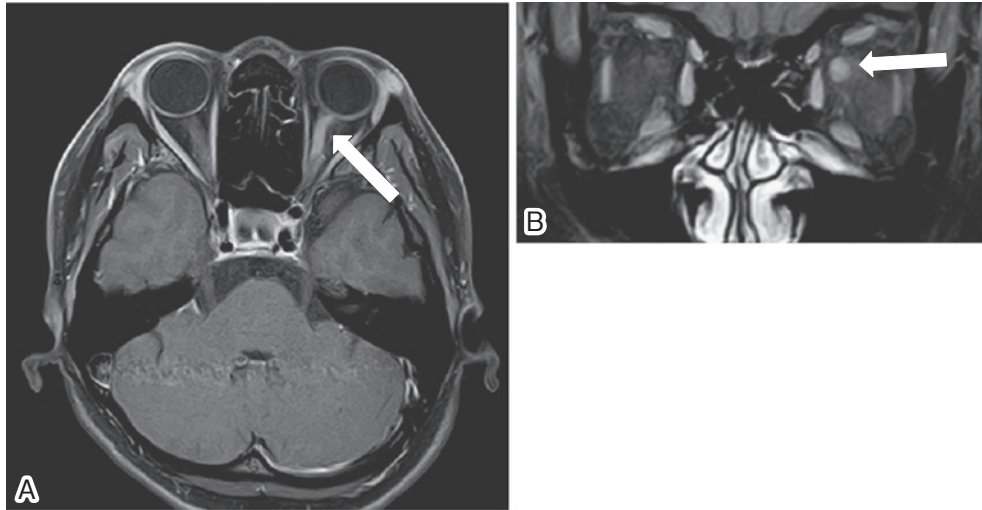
Brain MRI with contrast medium on admission.
